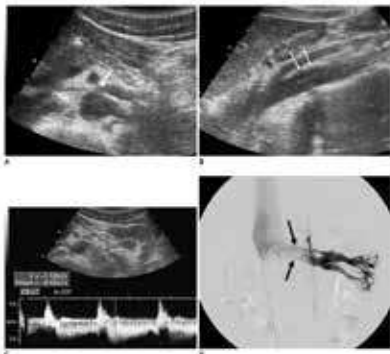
15-year-old male patient with NCSA. Transverse US of LRV shows compression of LRV at AM portion (arrow). B. Sagittal US of aorta and SMA shows site (arrow) compressed between two vessels. C. Spectral Doppler US of LRV at AM portion shows clear venous flow spectrum, with PV of 112 cm/s. D. Left renal venogram shows compression of LRV at AM portion (arrow). Pressure gradient measured across AM portion of LRV was 4 mm hg. AM = aortomesenteric, LRV = left renal vein, NCS = nutcracker syndrome, PV = peak velocity, SMA = superior mesenteric artery, US = ultrasonography
